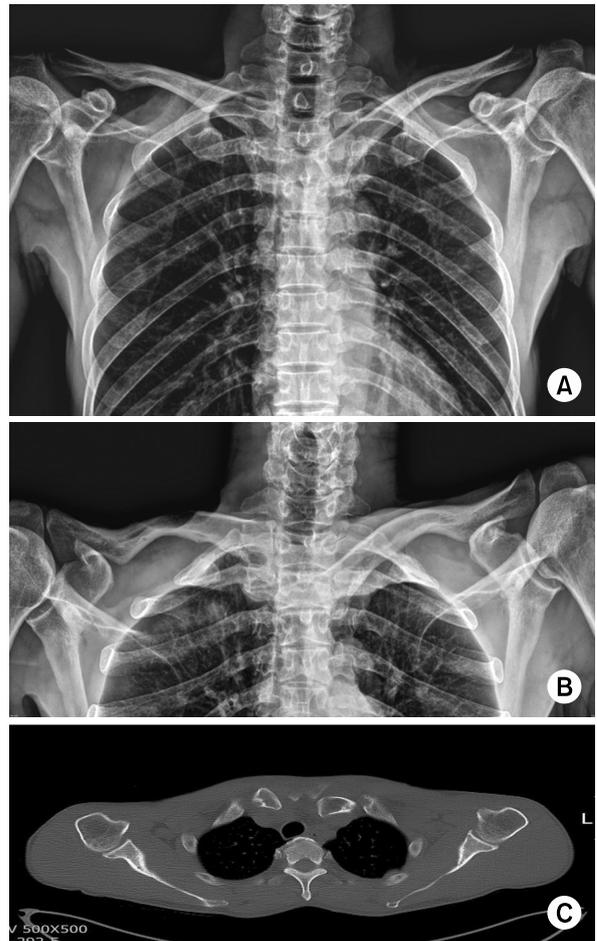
(A) Initial chest radiograph. Antero-posterior radiograph of the left sternoclavicular dislocation. The left clavicle is slightly inferiorly displaced compared to the right side and has lost its normal articulation with the sternum. (B) Initial lordotic view. Posterior dislocation of the left sternoclavicular joint. Note that the left medial clavicle is displaced inferiorly to the normal right medial clavicle. (C) Computed tomography scan showing the posteriorly dislocated clavicle.
